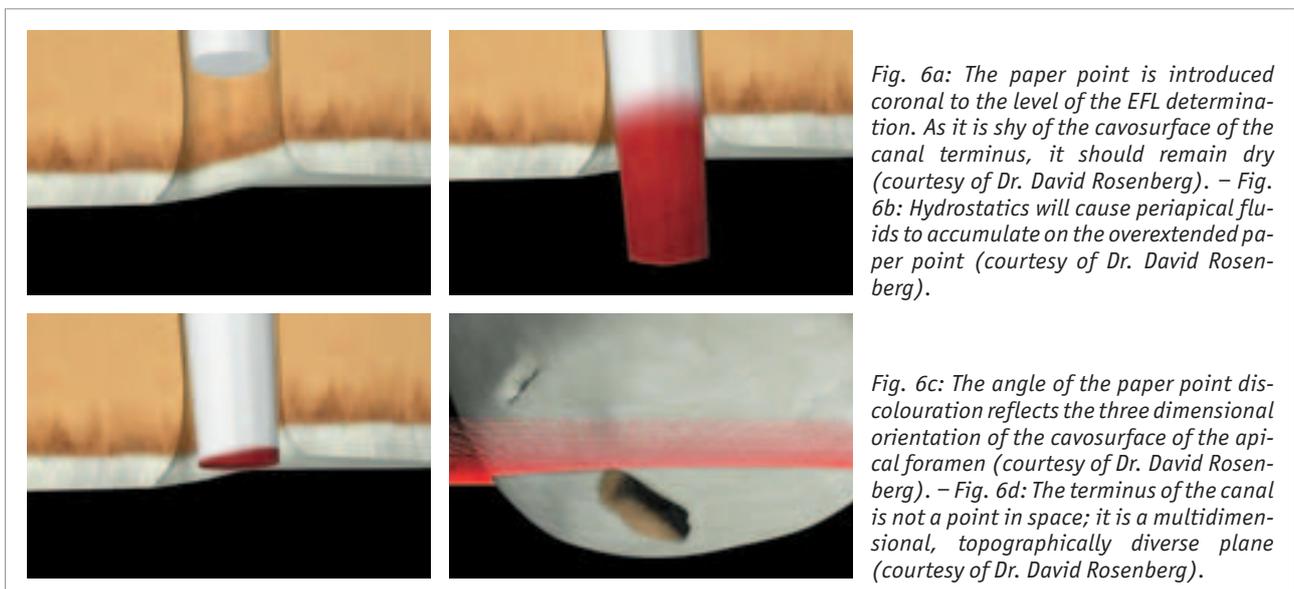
The paper point is introduced coronal to the level of the EFL determination. As it is shy of the cavosurface of the canal terminus, it should remain dry (courtesy of Dr. David Rosenberg). – Fig. 6b: Hydrostatics will cause periapical fluids to accumulate on the overextended paper point (courtesy of Dr. David Rosenberg).
